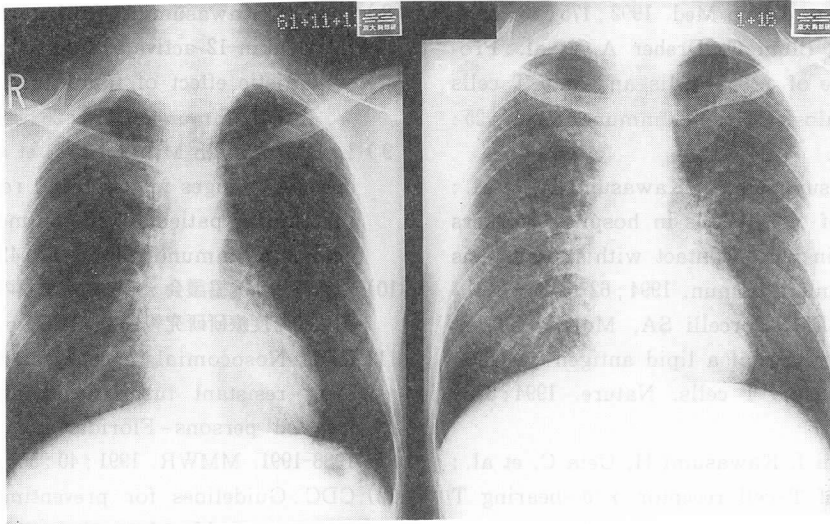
図 粟粒結核症例の化学療法開始時（左）と化学療法施行2カ月目の胸部X線写真（右）。化学療法施行2カ月目の写真は、開始時の写真と比べ、肺内陰影の明らかな増悪を認める。
